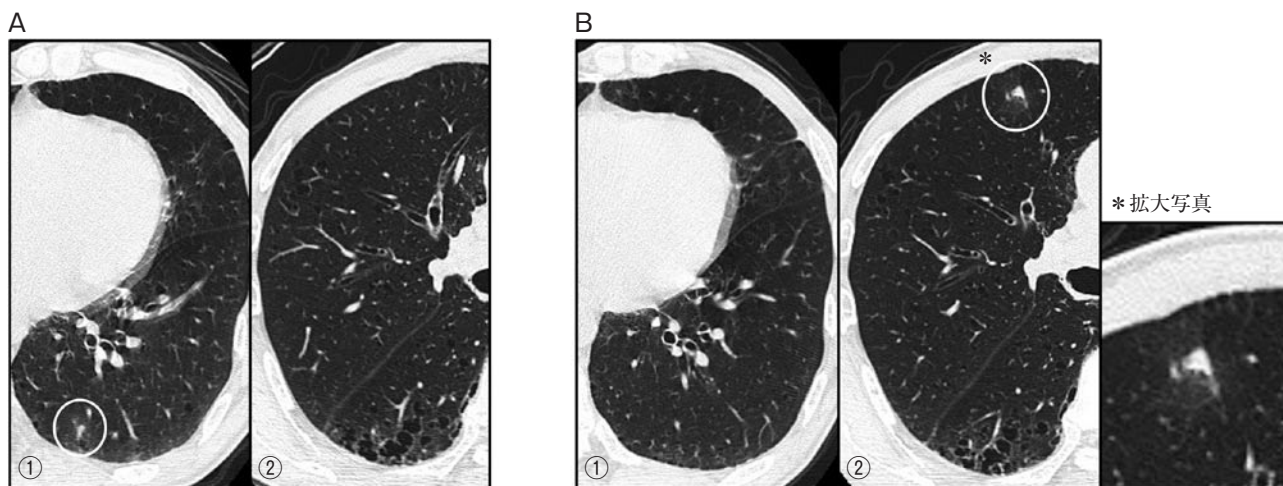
症例2の胸腹部単純CT。(A) 20XX年4月の検査で左肺S¹⁰(A-①)に観察された小結節影(白丸内)は、(B) 同年5月には消失し、右肺S³(B-②)には新たな小結節影が観察された(白丸内)。また右肺S³の結節影周囲には淡いすりガラス影が観察された(*)。
